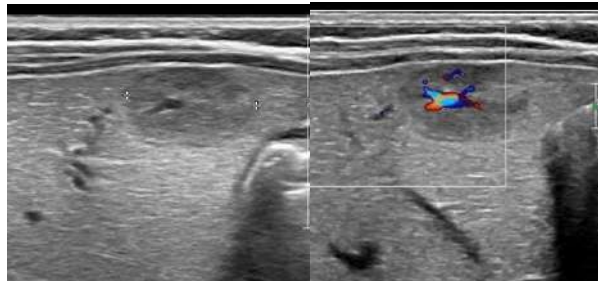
Imagen de ecografía muestra lesión subcapsular levemente hipoecogénica, con cicatriz central hipervascular que presenta configuración en rayos de bicicleta.
